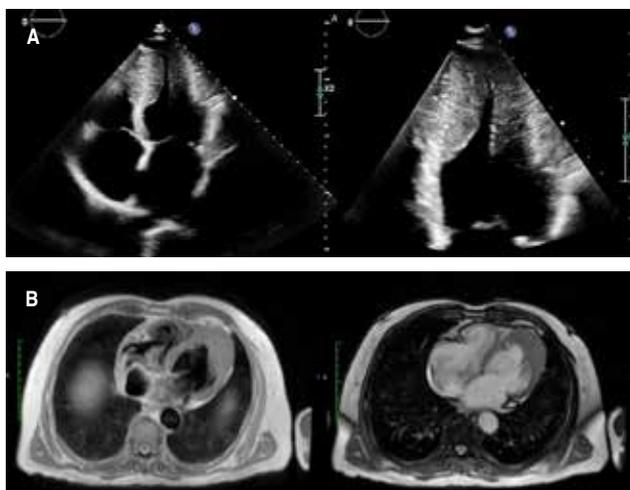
A) Ecocardiograma transtorácico. B) Resonancia magnética.
